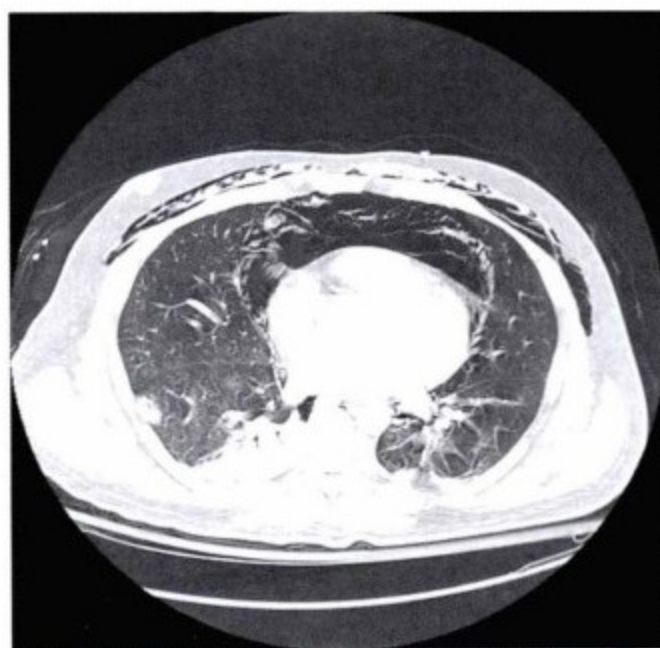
轴位增强CT。心包间隙前部可疑气体影。实际上气体位于纵隔内,与皮下气肿和正压通气导致双侧气压伤有关。
